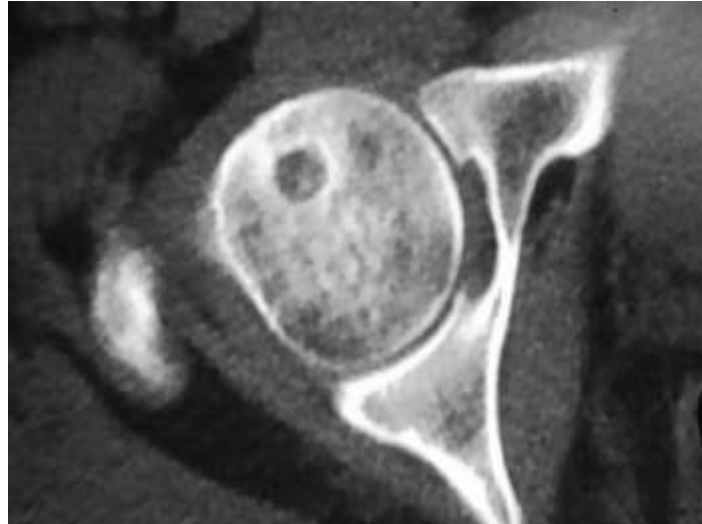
Contrôle TDM de la position d'un forage
